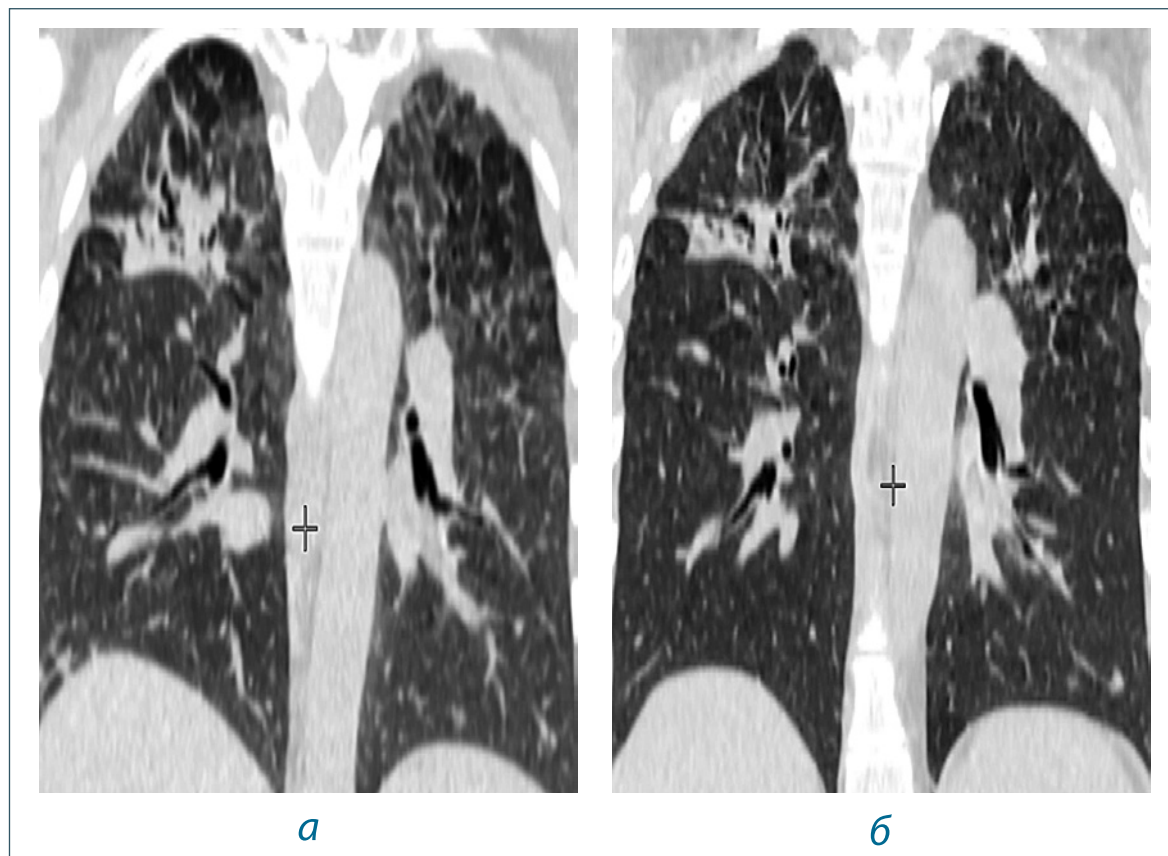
КТ органов грудной клетки пациентки К. на фоне наблюдения в 2022 г.: а – от 07.04.2022 г.; б – от 01.11.2022 г.
